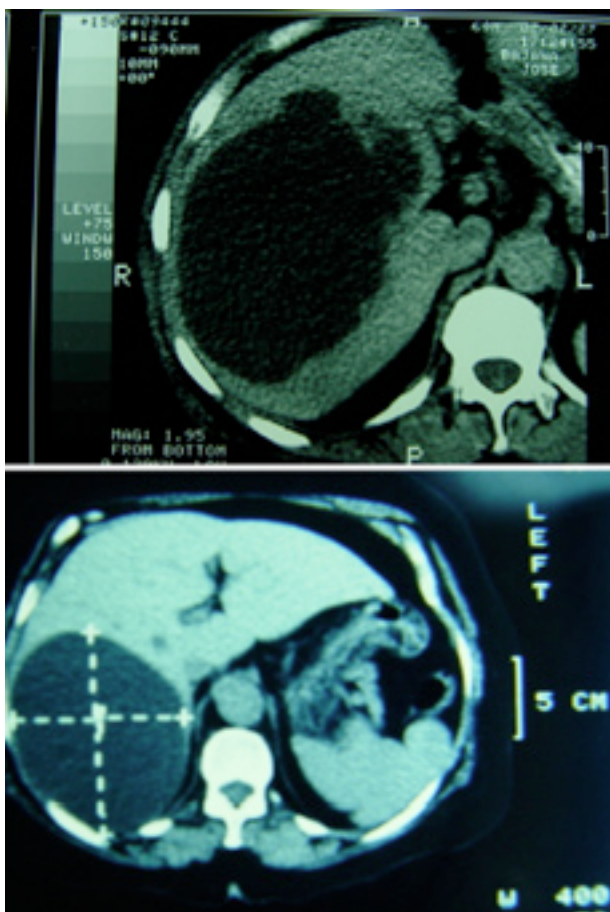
Tomografías de Quistes hepáticos de lóbulo derecho.
